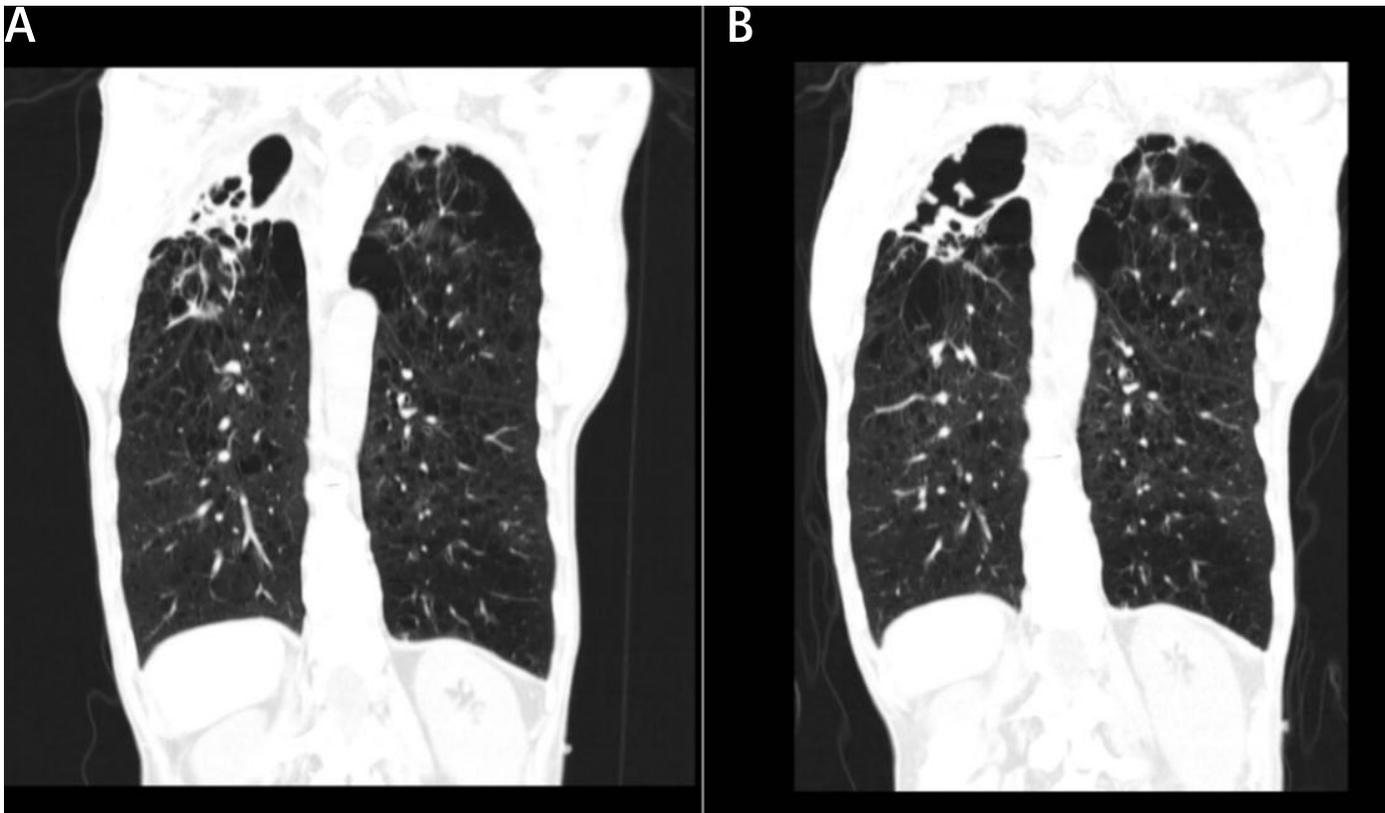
CT scan: A – confluence of consolidation areas with cavitation in the apex of the right upper lobe, as well as severe centrilobular emphysema bullosa dystrophy in lung apex. B – bigger residual lung cavities but less consolidation
